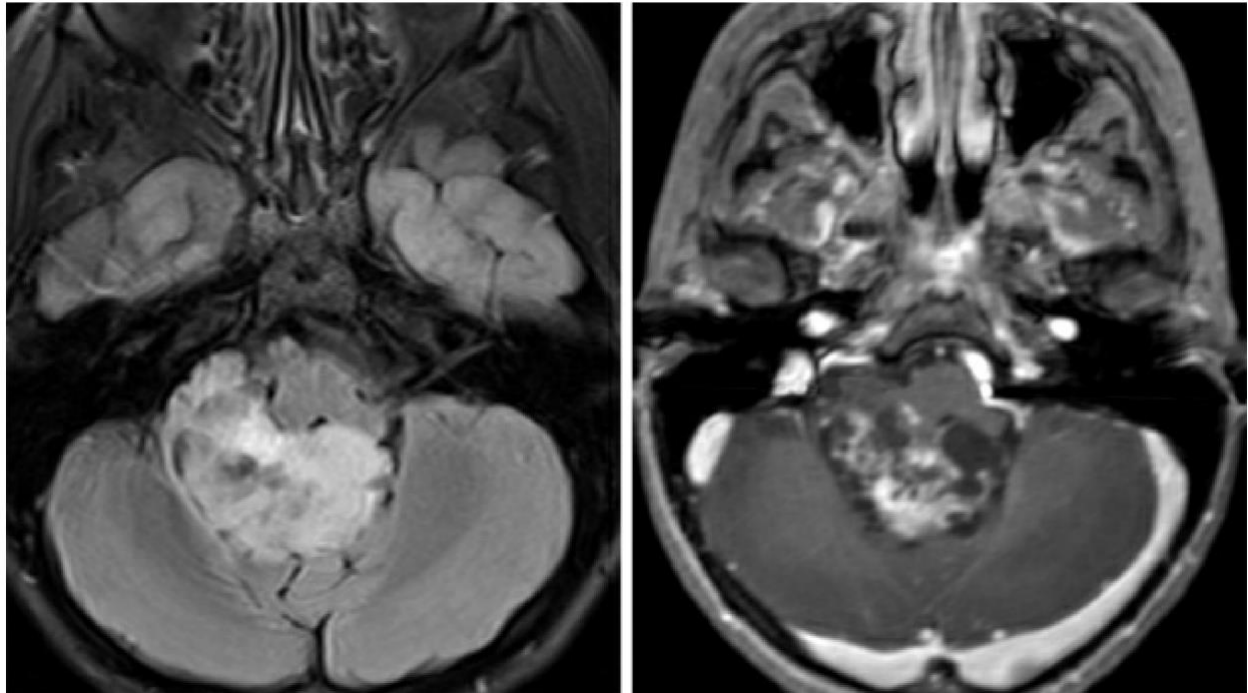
在轴位 FLAIR 上，幕下室管膜瘤的典型生长位置位于脑室内，并向下生长，突入右侧钩椎关节的椎间孔内（左图）；在 T1 加权增强相上，可见肿瘤明显强化，常伴有囊性改变（右图）。
